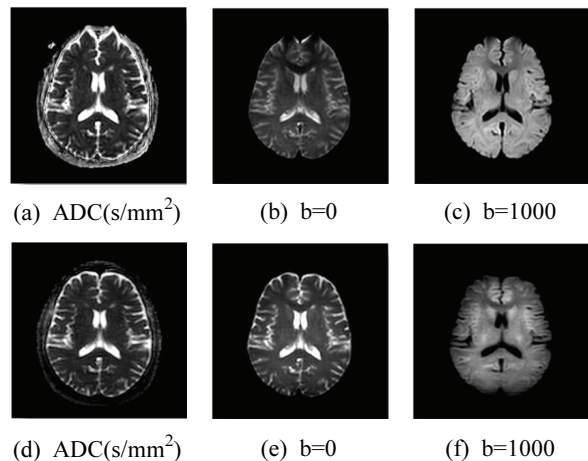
The results of overall image quality in DWI. a, b, c. SE-EPI images(ADC, b=0, 1000), d, e, f. SSH-TSE(ADC, b=0, 1000). SSH-TSE image show high image quality without ghost artifact including superior frontal lobe in DWI.
